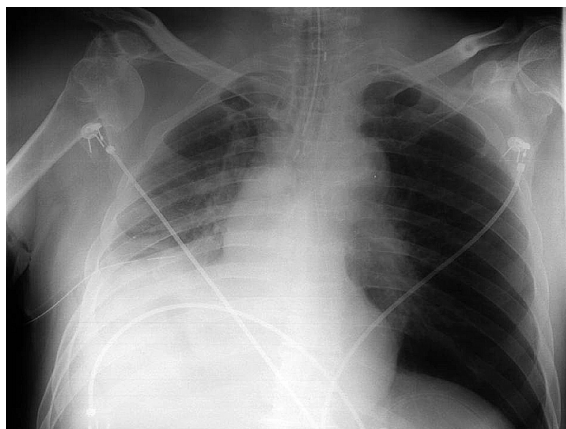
Radiografía de tórax de un donante con traumatismo en el hemitórax derecho y el pulmón izquierdo sano, en el que se logró rescatar este pulmón para la donación tras un adecuado mantenimiento.
